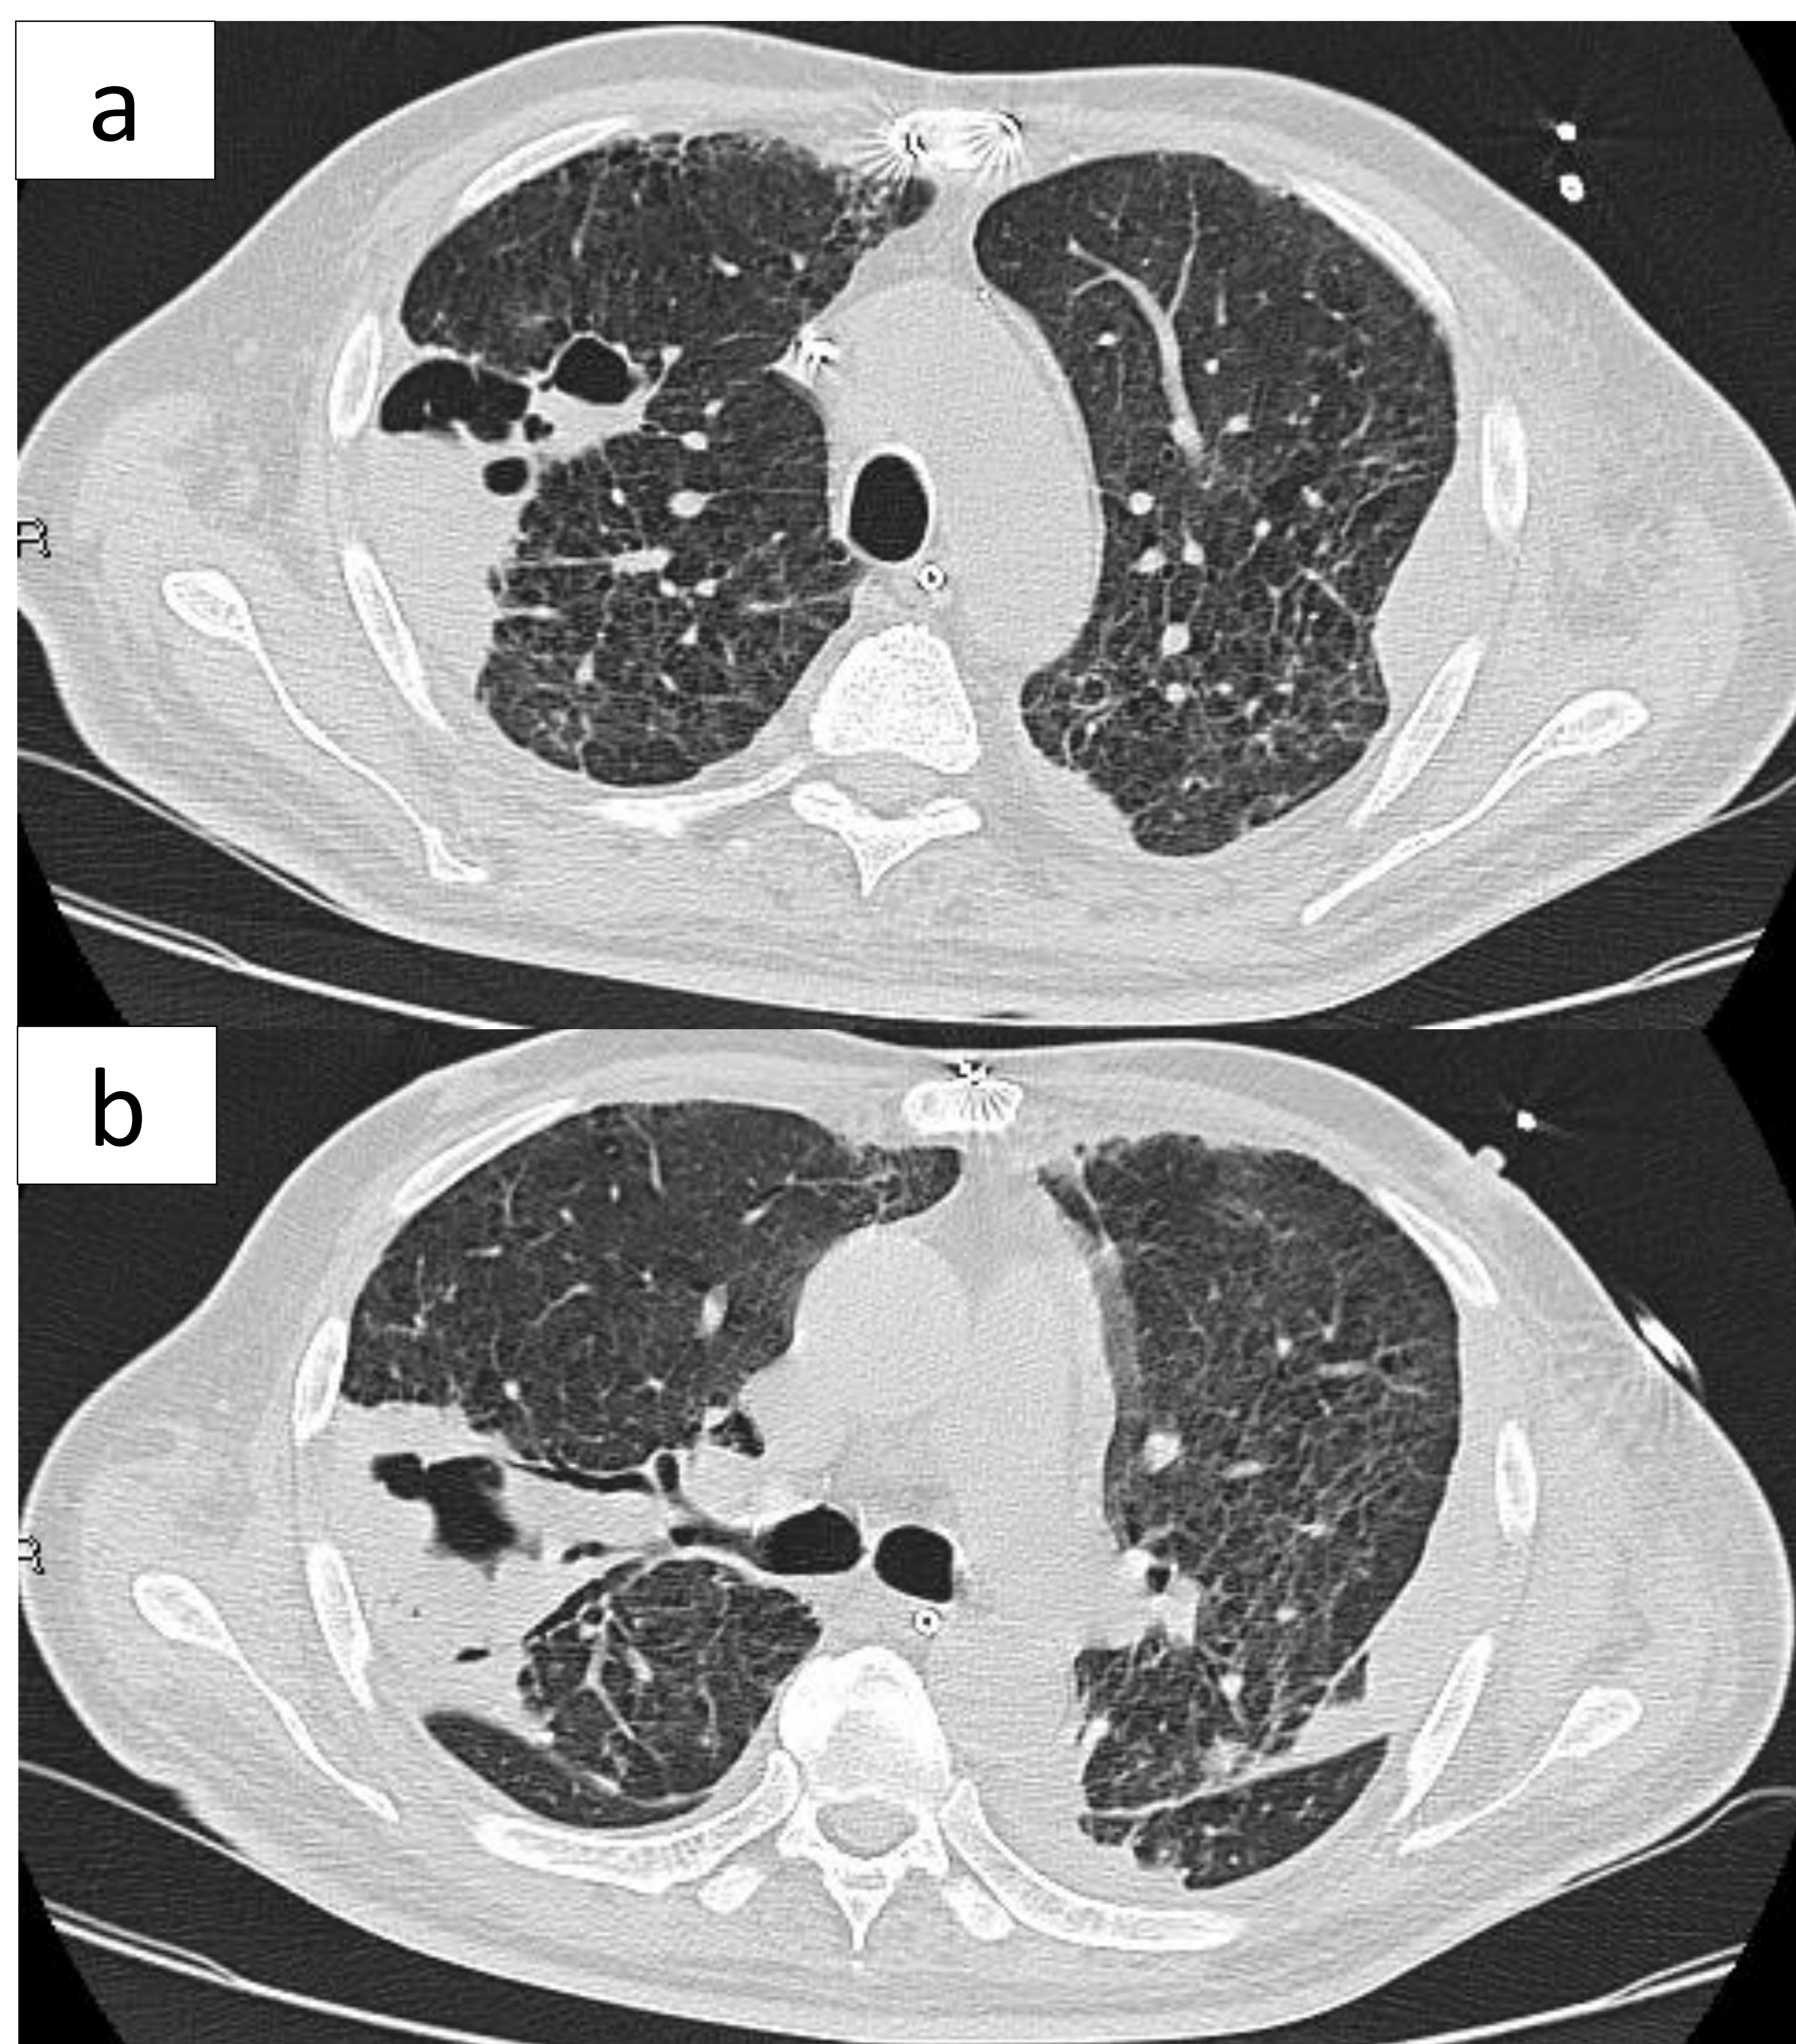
Neumonía por *Candida lusitanae*. (a y b) TC axial mostrando una condensación alveolar cavitada en el lóbulo superior derecho.
